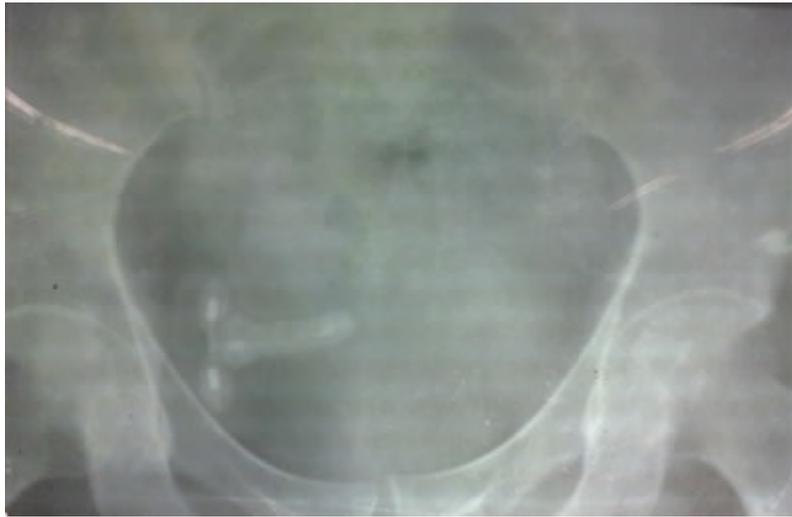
Radiografía: imagen en forma de T calcificada
